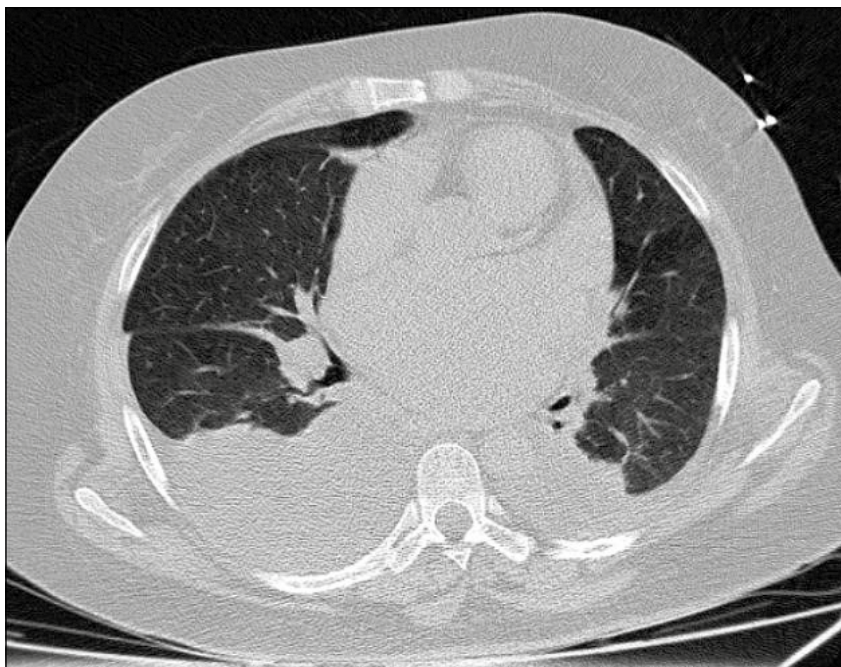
Компьютерная томограмма органов грудной клетки (аксиальная плоскость)
